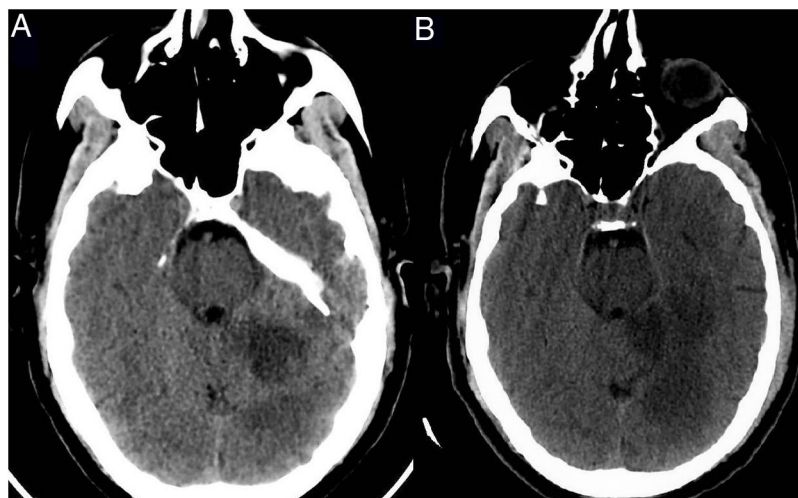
TC de cráneo de control 24 h tras el inicio neurológico. A) Corte bajo a nivel infratentorial. B) Corte más alto a nivel supratentorial. Se aprecia hipodensidad parenquimatosa en el hemisferio cerebeloso izquierdo, giros occipitotemporales izquierdos y giro hipocampal izquierdo.
